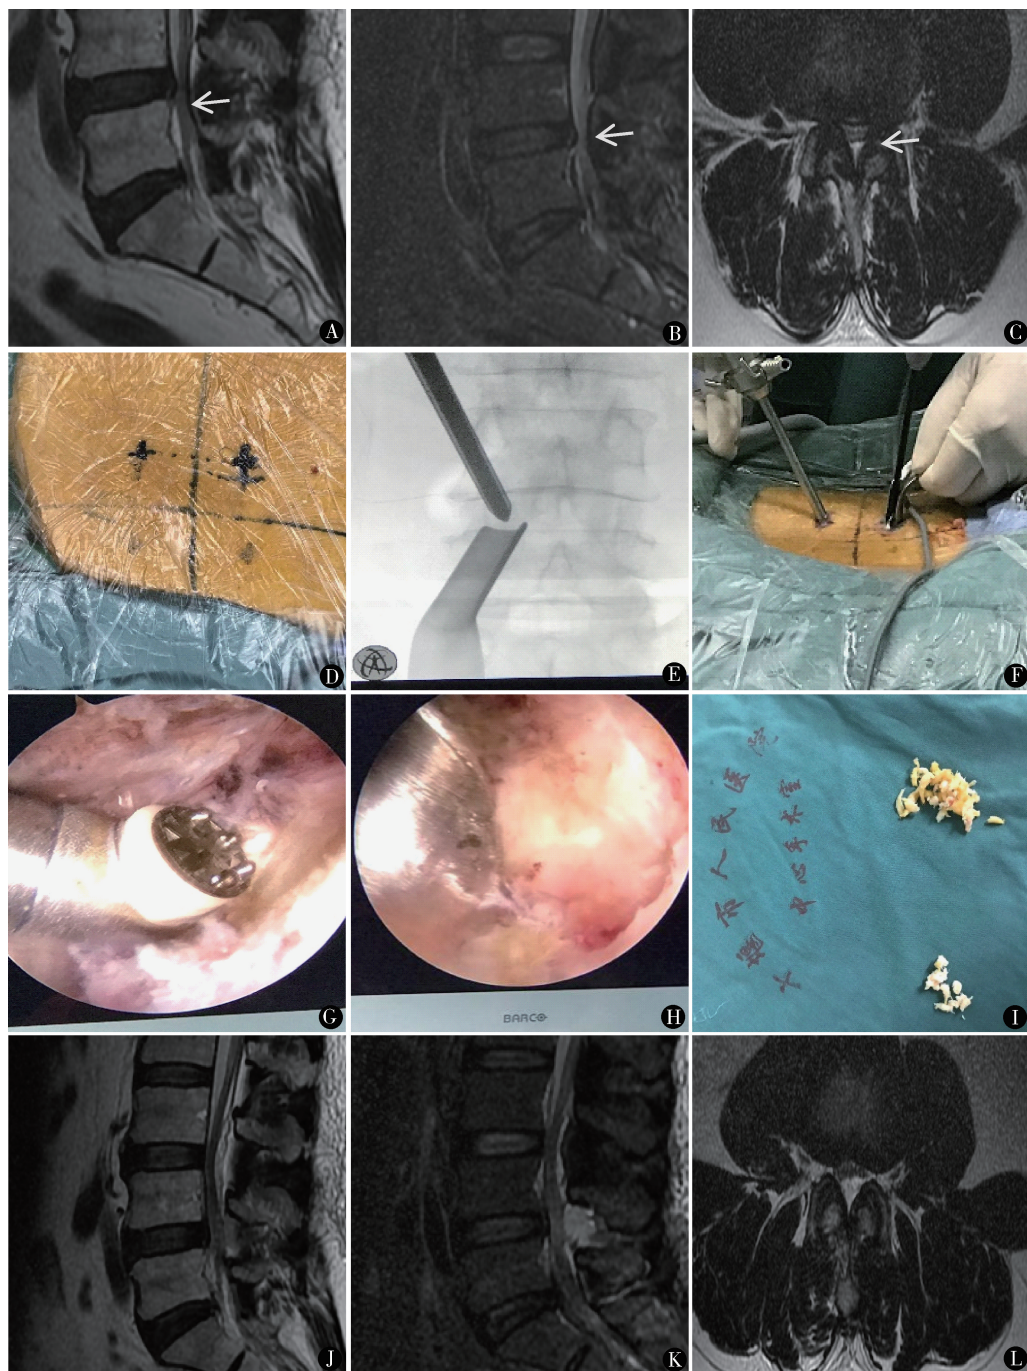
患者男,69岁,腰痛1年,加重伴双下肢放射痛半年,MRI提示L_{4/5}椎管狭窄(A为矢状位T₂,B为STIR序列,C为轴位T₂)。行UBE椎管减压术(D.2个入路位于脊柱右侧,病变椎间隙上下1cm与棘突旁开1.5cm交点;E.建立观察通道及操作通道;F.上方置入关节镜,下方置入操作器械;G.等离子体清理椎旁间隙软组织;H.显露上下椎板;I.上方为清理的增生关节和钙化的黄韧带,下方为摘除的髓核组织)。术后第3天复查MRI,提示椎管明显扩大,双侧减压充分,局部骨质缺损(J为矢状位T₂,K为STIR序列,L为轴位T₂)
